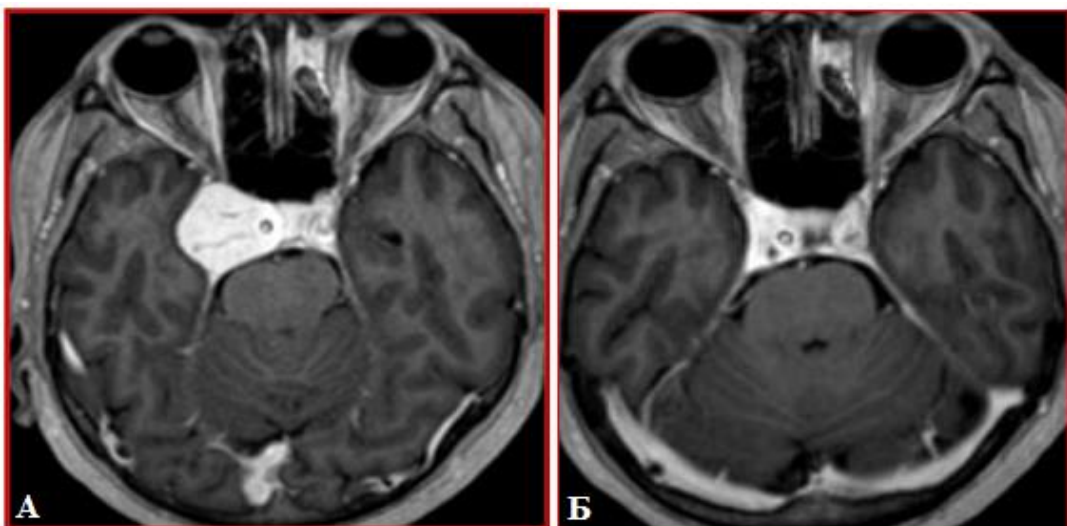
Спостереження № 45. Пацієнтка Л-ко, 52 роки, історія хвороби №113846. МРТ головного мозку до (А) та через 18 місяців (Б) після СРХ (Т1 ЗЗ з парамагнітним контрастуванням), аксіальна проекція.
